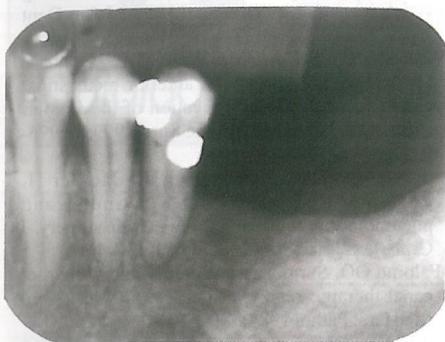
Radiografia periapical do dente 35, após o enfisema, sem alterações.
